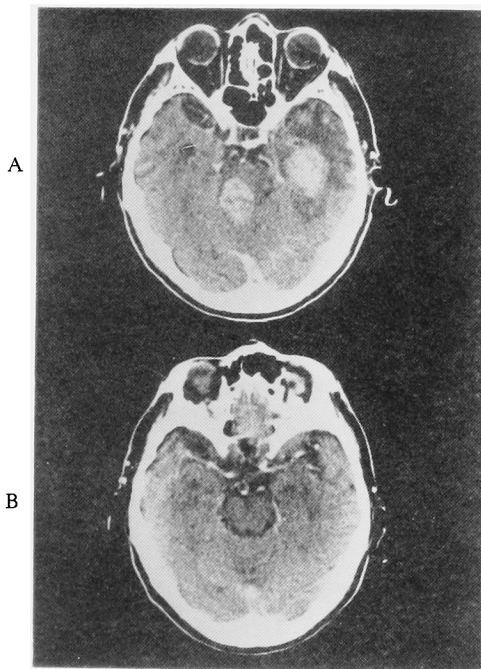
A. Brain CT-scan revealed multiple metastatic tumors.
